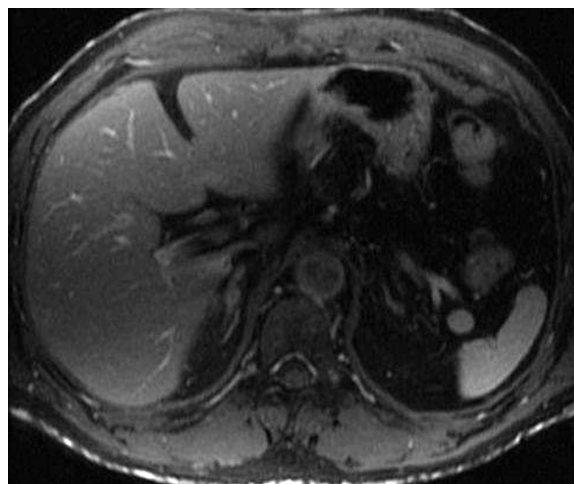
The mass in the right adrenal gland was positive for 131 I-MIBG scintigraphy.
